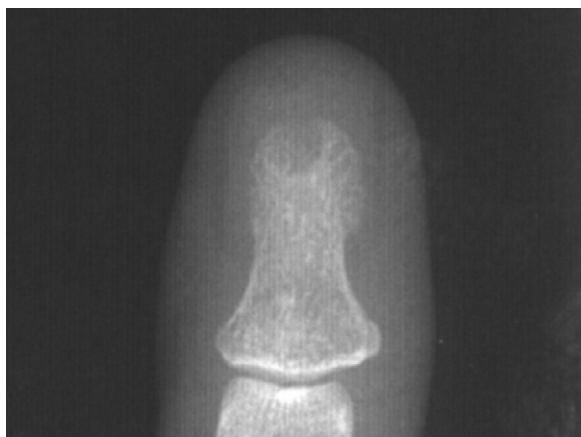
Radiographie de la phalange distale du patient de la Fig. 2. Notez l'ostéolyse, sans sclérose, ni réaction périostée.
